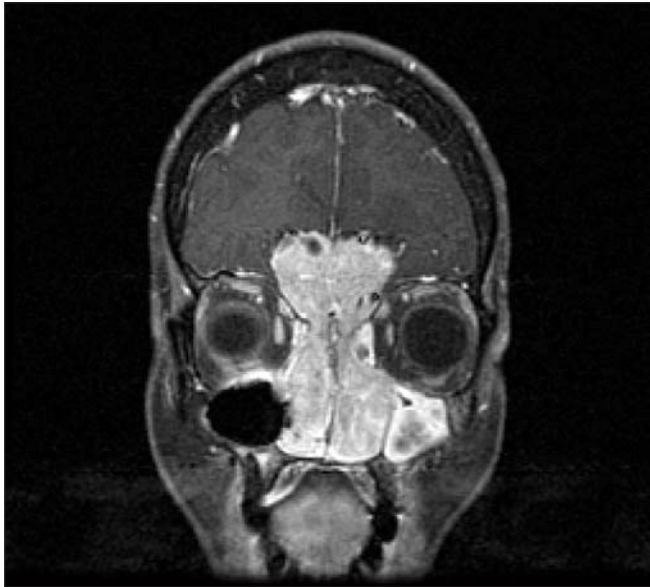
Resonancia magnética con contraste en plano coronal que sirve de ejemplo para demostrar la ventaja de delimitar el tumor de los tejidos blandos y los lóbulos frontales. En este ejemplo la lesión era un carcinoma escamoso.
